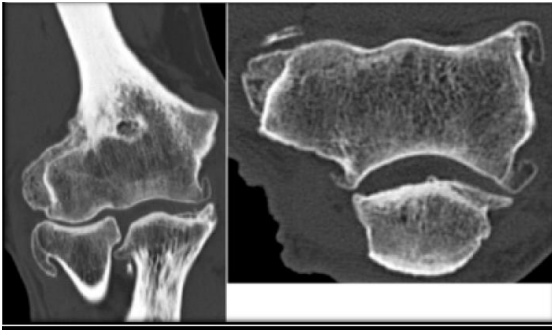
CT scan of elbow in coronal and axial planes: humeral, radial head and olecranon osteophytes, humero-radial pinch, subchondral bone condensation of radial head.
